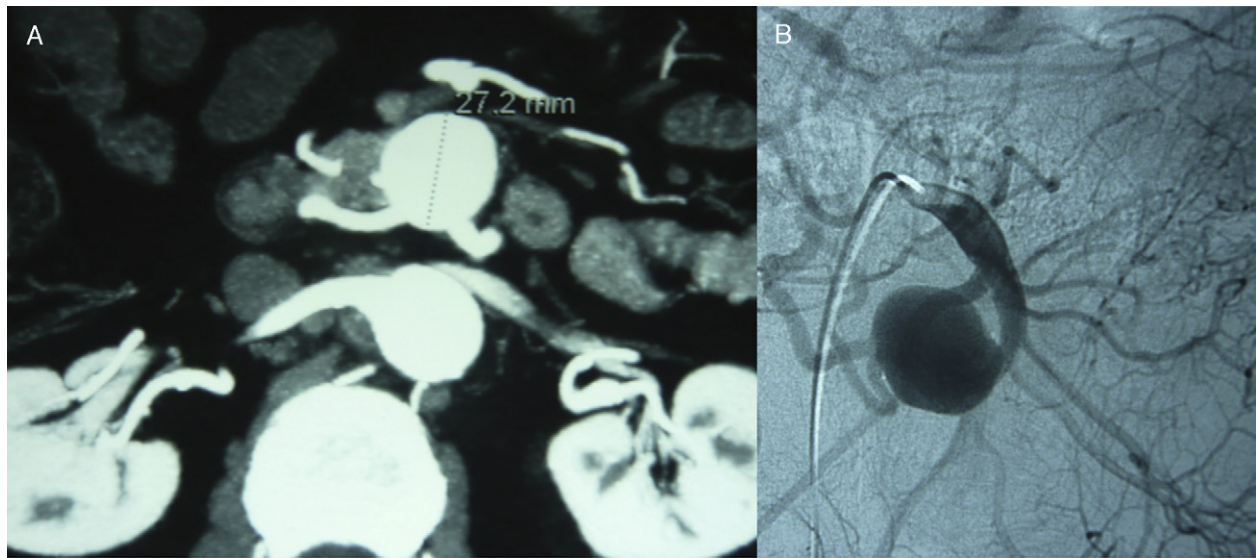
A) Estudio CT preoperatorio de aneurisma de arteria yeyunal. B) Arteriografía selectiva e intento de embolización.
